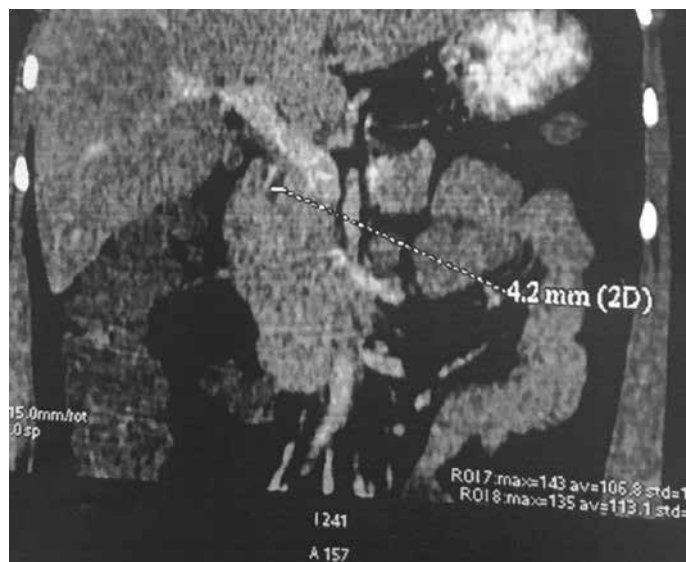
МСКТ пациентки с контрастированием (ранняя артериальная фаза). Определяется гиперденсивное, за счет накопление контраста образование в S7 с гиподенсивным включением
